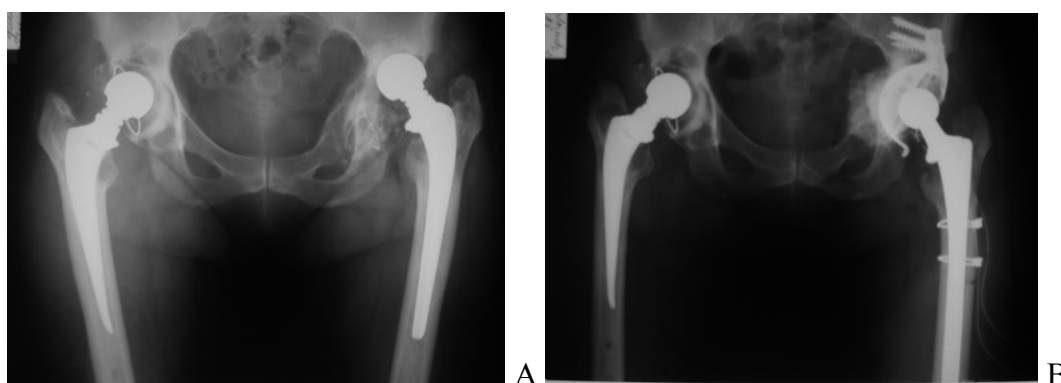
А. Рентгенограмма эндопротезов Мовшовича обоих тазобедренных суставов с признаками тотальной нестабильности, дефекты впадин типа 3А-В. В. Ревизия слева 2006 год – установка укрепляющего кольца и полиэтиленовой чашки ЭСИ с костной пластикой дна впадины. Замена бедренного компонента на бесцементную ревизионную ножку Solution, выполнялась расширенная скользящая остеотомия бедра для удаления костного цемента.
